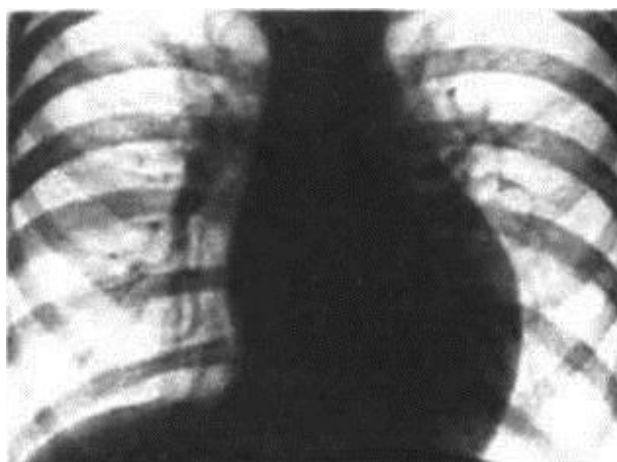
Рентгенограмма органов грудной клетки ребенка с транспозицией магистральных сосудов [Собственные данные].
